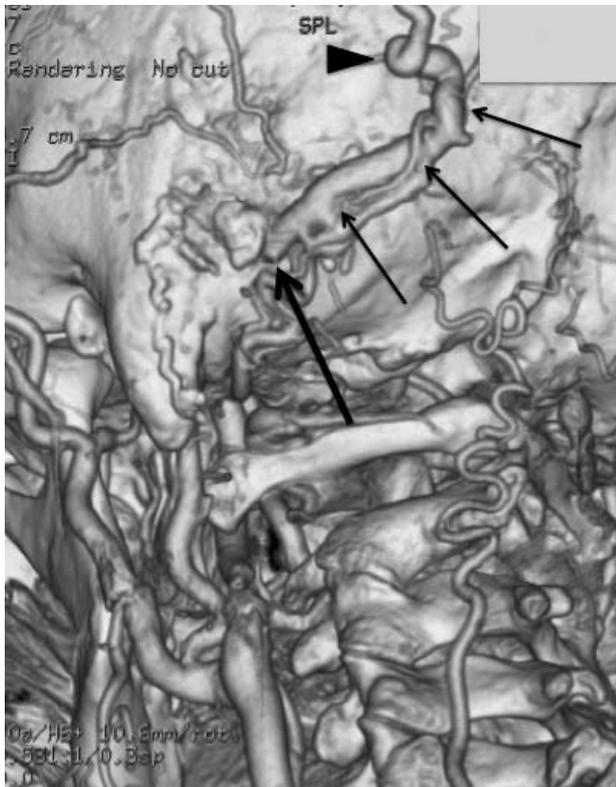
Left posterolateral view of CT angiography showing the markedly dilated occipital vein (small arrows) from the mastoid emissary vein (large arrow). Note the loop of the vein (arrowhead).
